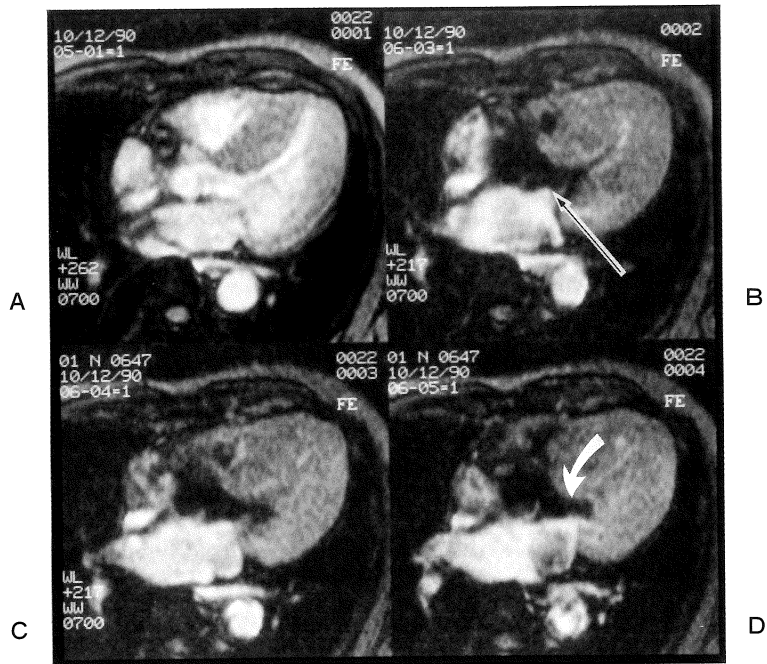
Hypertrophic obstructive cardiomyopathy (idiopathic hypertrophic subaortic stenosis, IHSS). Cine MRI of horizontal long axis plane show diffuse thickening of left ventricular wall. Note left ventricular outflow tract stenosis induced by systolic anterior movement of anterior mitral leaflet (arrow) and thickened septal wall (curved arrow). A. enddiastole B. early systole C. midsystole D. endsystole
